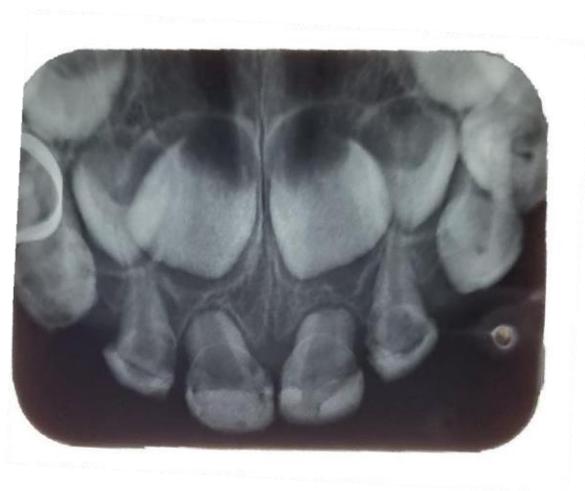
Radiografia do sétimo mês após trauma, mostrando reabsorção total do fragmento apical do dente 61 e abaulamento das raízes dos dentes 61 e 51, sem nenhuma outra anormalidade.
